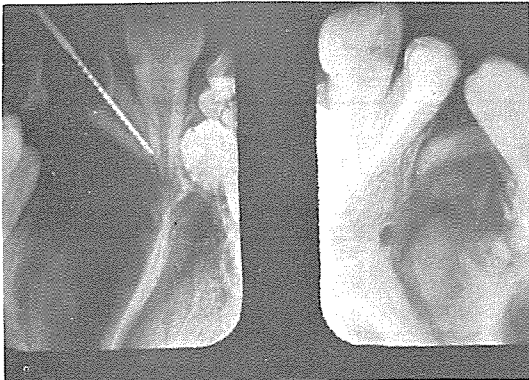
Cleft alveolus 환자에서 술전·술후 방사선 소견으로 잘 치유되고 있음을 관찰할 수 있다.
